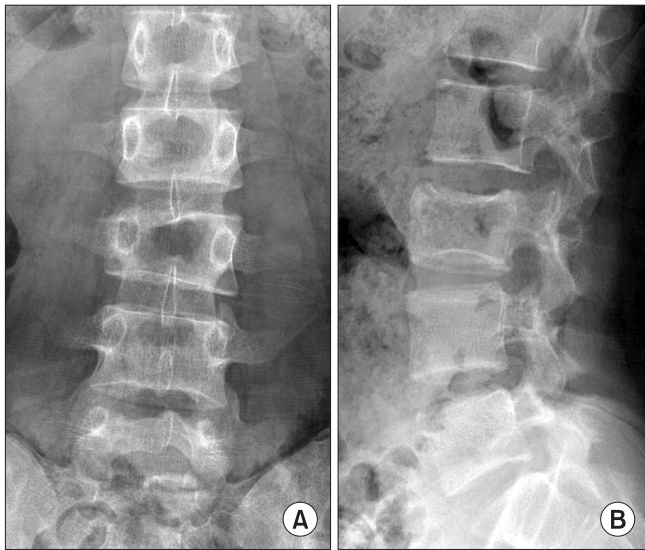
Initial plain radiographs show asymmetric collapse in anteroposterior view (A) and about 30% of collapse on L3 vertebral body in lateral view (B) of lumbar spine.
